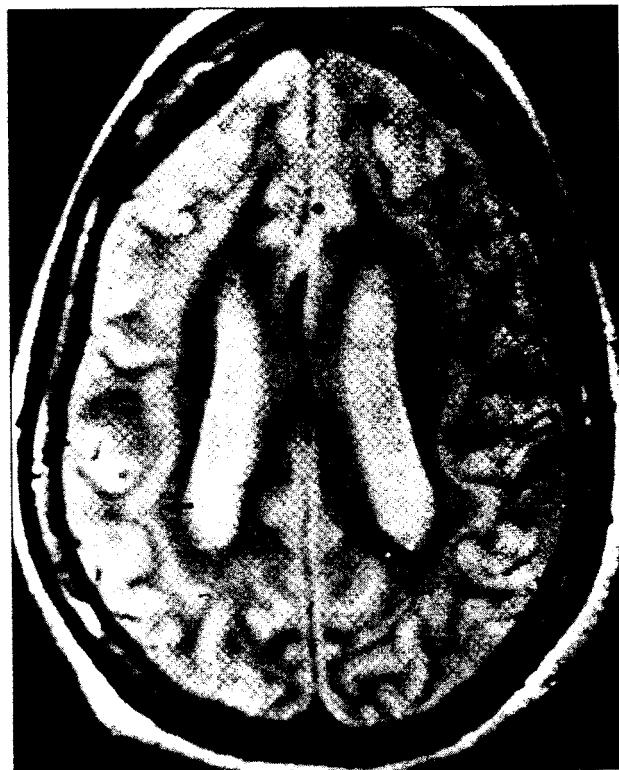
Subcortical band heterotopia. Axial MRI shows continuous layer of gray matter(arrow) separated from the cortex by a layer of myelinated white matter.
